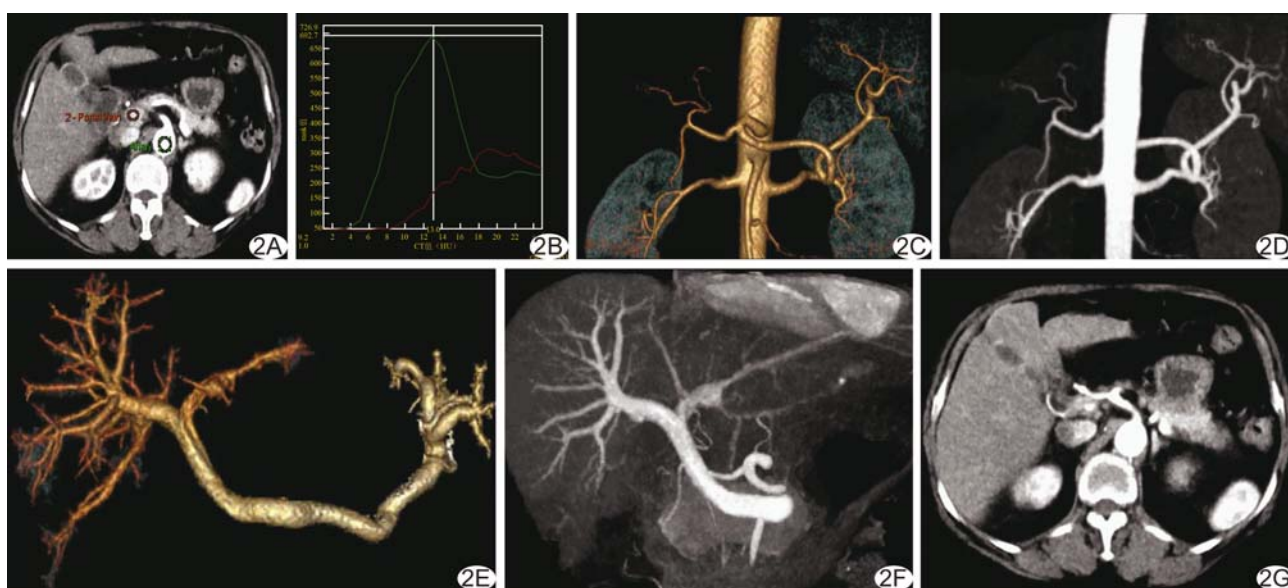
患者女,63岁,胃恶性肿瘤,肝动脉CTA、门静脉CTV和动脉期图像重组过程 A. 在腹主动脉(腹腔干层面)、门静脉主干放置ROI; B. TDC获得CT峰值对应的rank值; C~G. 在灌注图像中选取rank值对应的薄层图像分别重建肝动脉CTA的VR图(C)和MIP图(D)、门静脉CTV的VR图(E)和MIP图(F)、肝脏动脉期图像(G)
